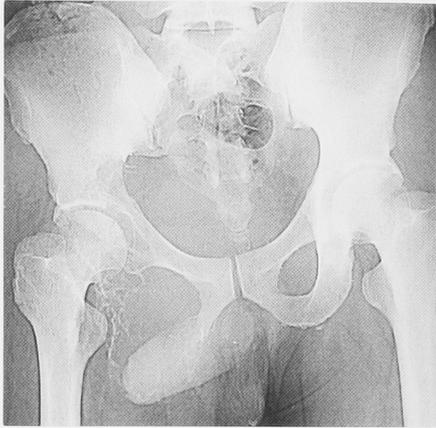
A radiograph of the lower abdomen showed a defect of the pelvic bone (Case 1).
